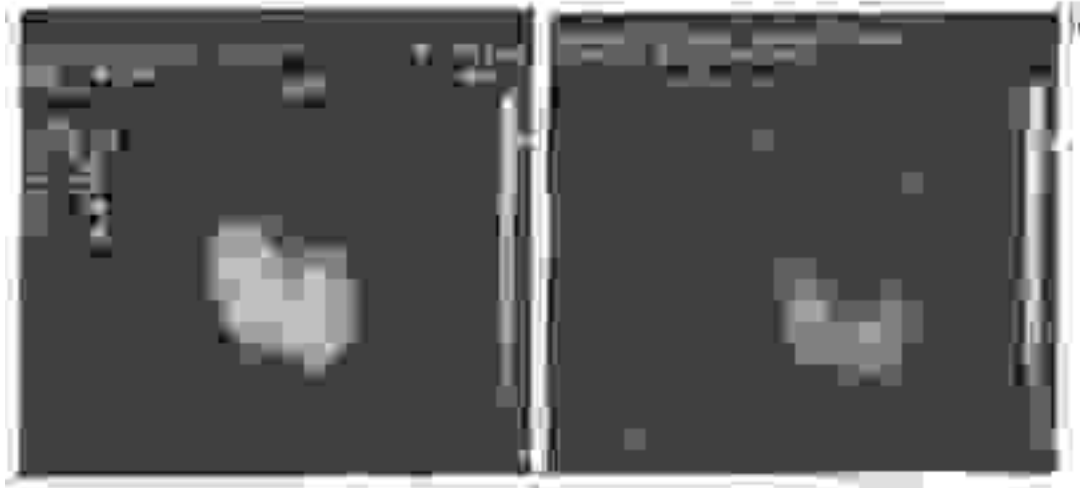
Iperplasia e ipercaptazione tiroidea diffusa in paziente con morbo di Graves-Basedow (a). In (b) un quadro scintigrafico normale di raffronto ($^{99m}\text{TcO}_4^-$).
